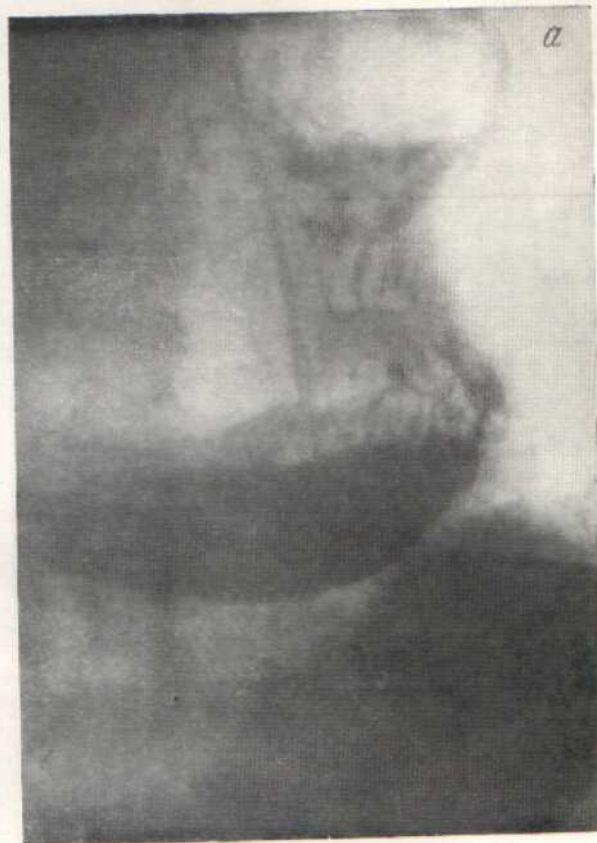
Рентгенограммы желудка исследуемой Ч-й.
